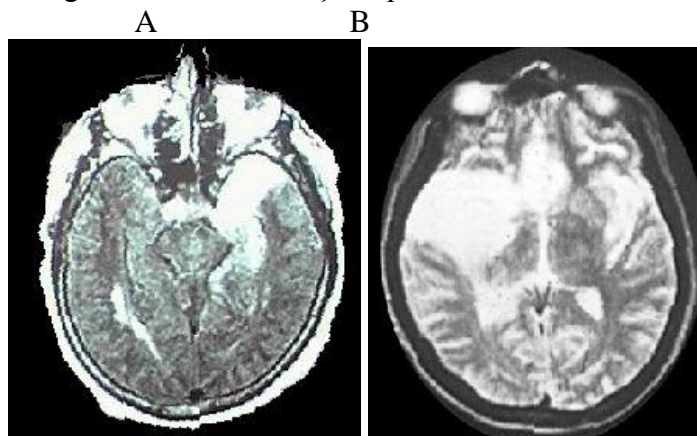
MRI-cerebrală în encefalita virală provocată de HVS tip 1 cu localizare temporală (A), bitemporală (B).
